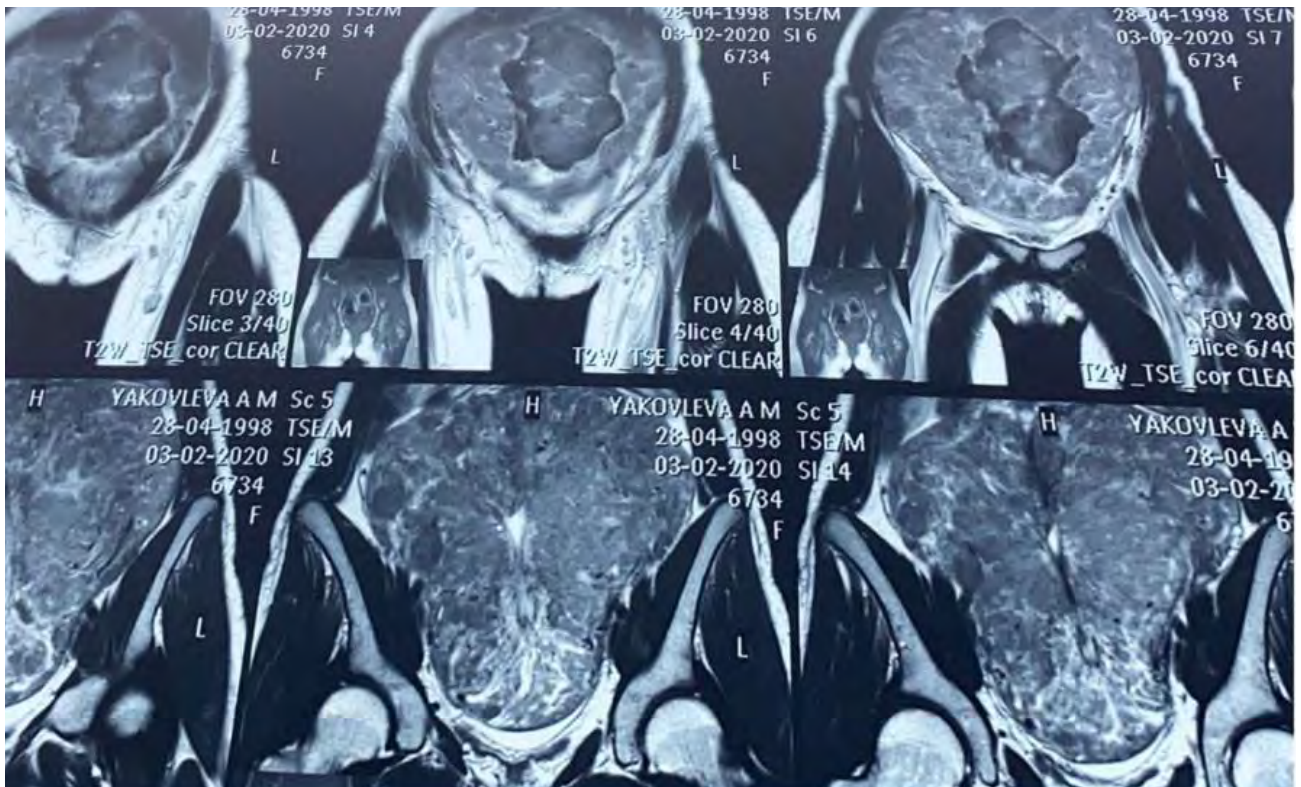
МРТ. Фіброзне утворення – сальник 11,9х7,4х4,1см. Фіброзне утворення – 8,5х9,4х4,5 см.
